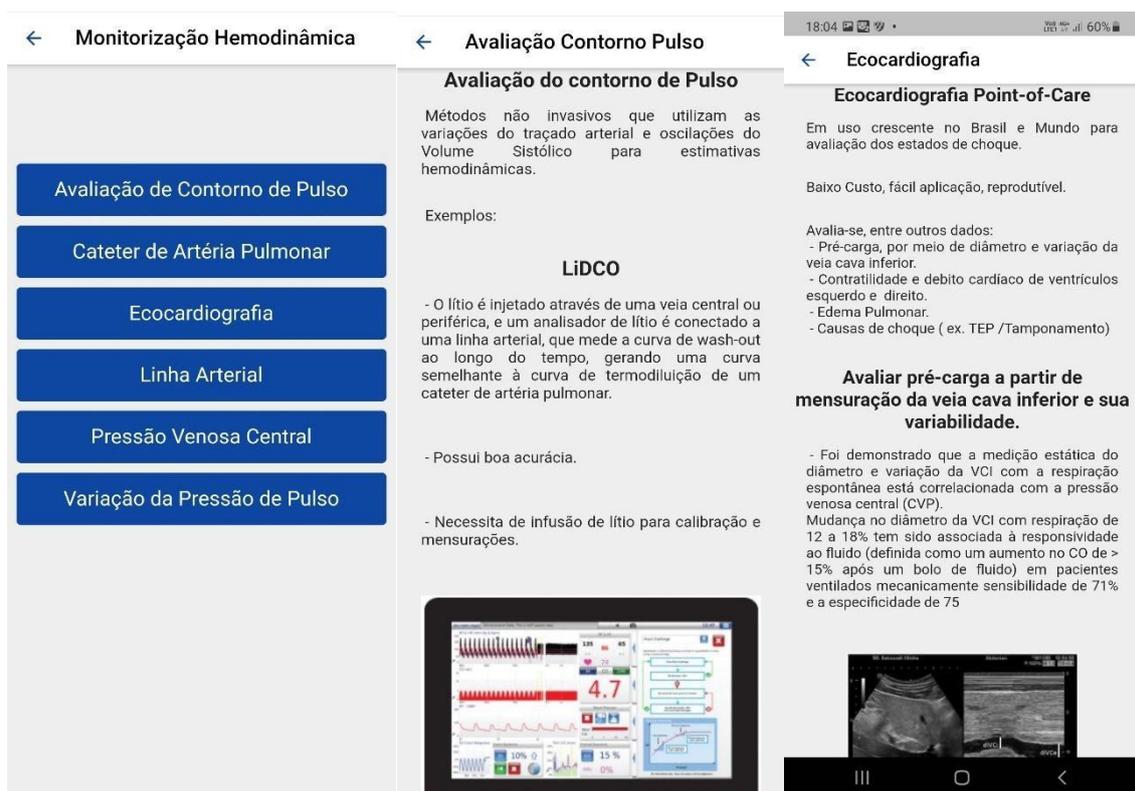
Exemplo da ferramenta educacional do app. Na imagem à esquerda, lista de opções de ferramentas para monitorização hemodinâmica. Ao Centro, exemplo da interface de avaliação do contorno de pulso. Imagem à direita, exemplo do texto e figuras do uso de ultrasonografia.
